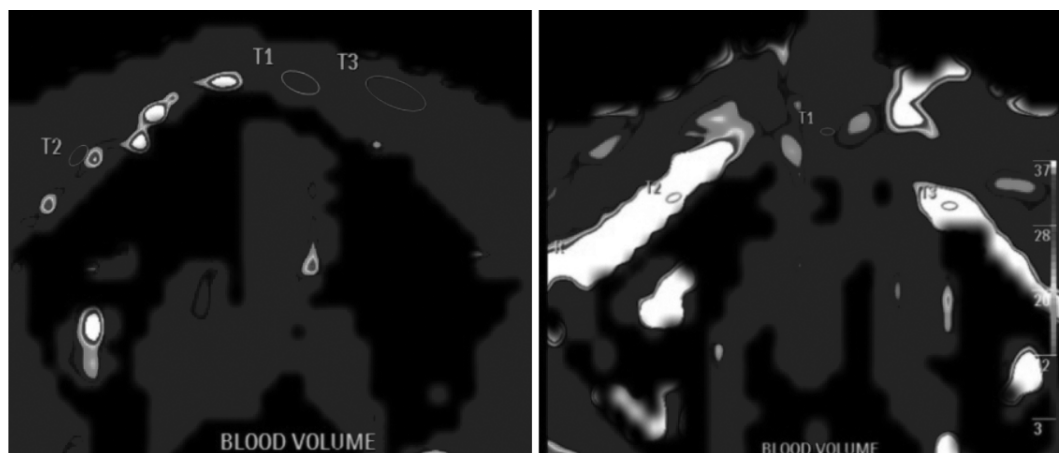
Перфузия области расщелины до и после операции.
